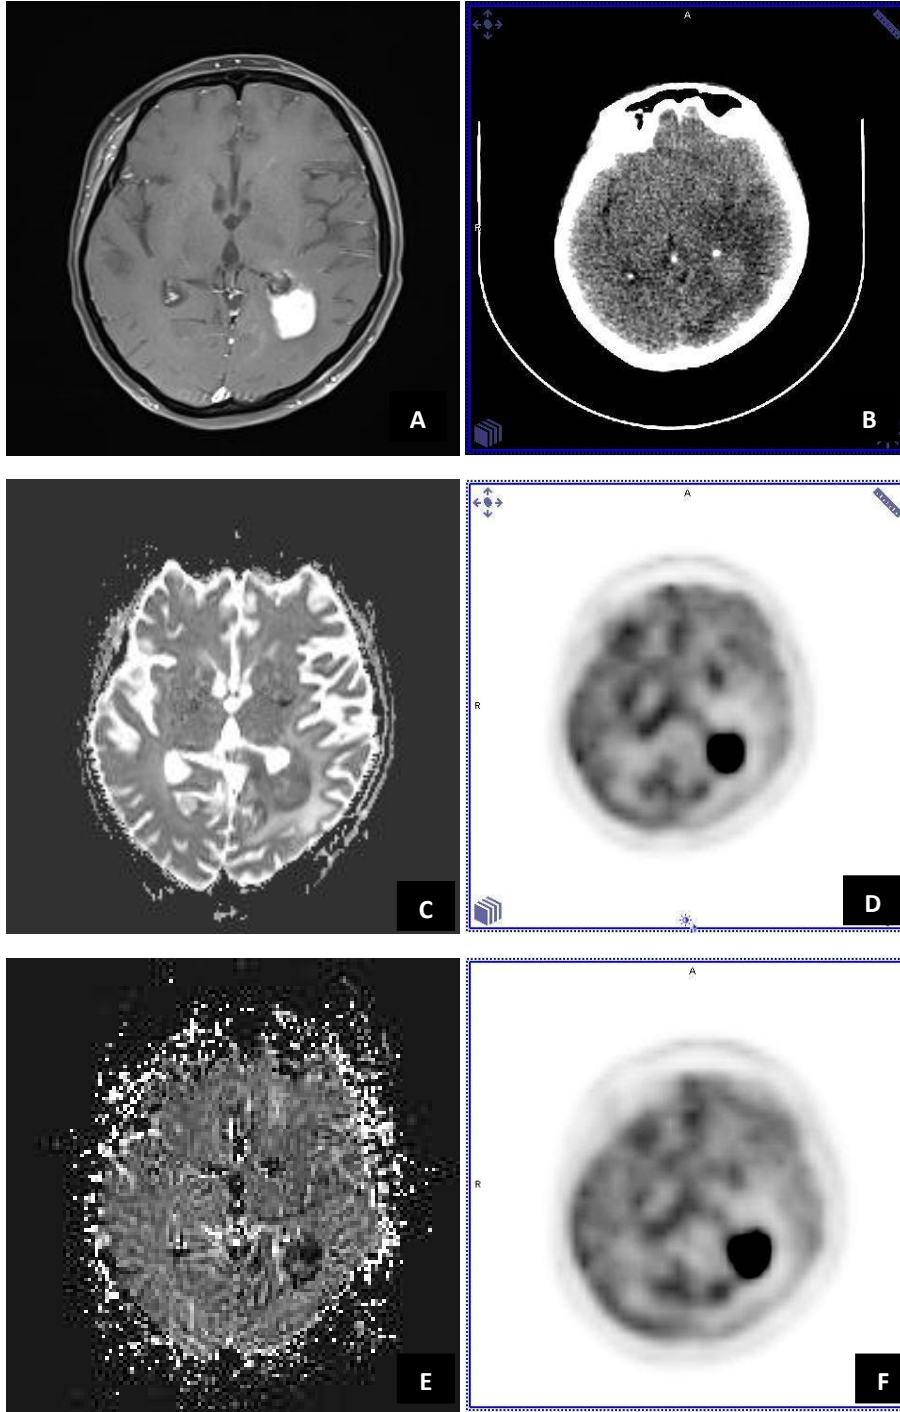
64 yaşında kadın hasta. A) MR T1A aksiyel görüntüde sağ santral sulkus yerleşimli lezyon, B) BT görüntüsü, C) Difüzyon MR’da kitlerde difüzyon kısıtlılığı izlenmeyen ADC haritası, D) PET’de sağ parietal lob superiorda hipermetabolik kitle, E) Perfüzyon MR’da kitlerde perfüzyon artışı, F) PET/BT füzyon görüntüsü (Histopatolojik tanı; Grade 4 glioblastom).
